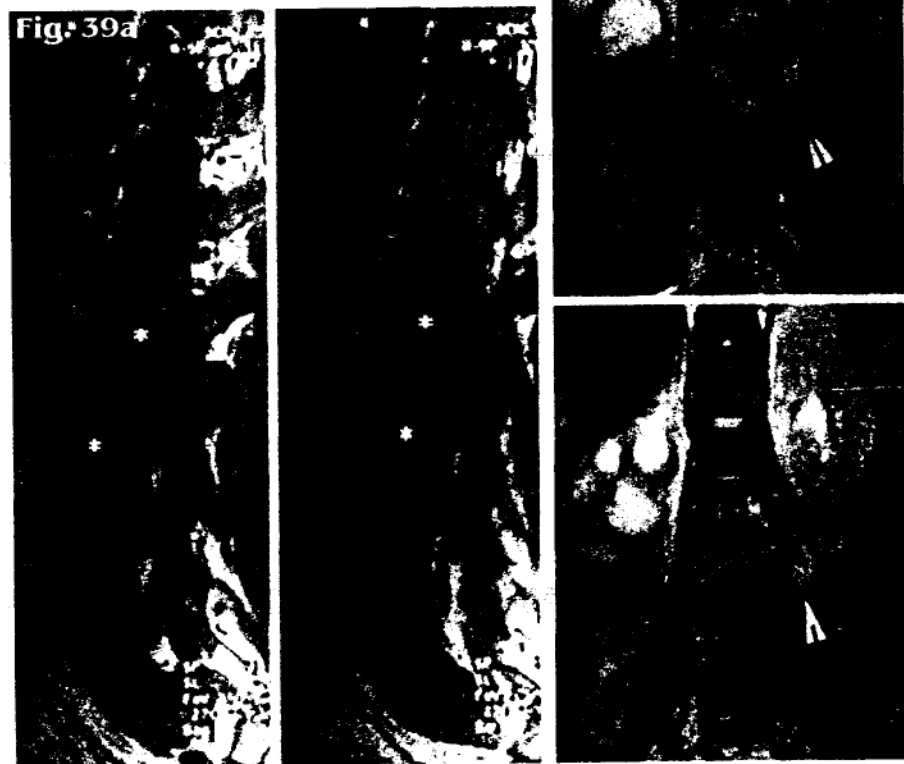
IRM colana lombară în ponderație T1 plan sagital (a) și T2 plan coronal (b): leziuni în hiposemnal T1, hipersemnal T2, în oglindă ce afectează corpii vertebrali L2-L3 și discul intervertebral cu prezența unei acumulări cu semnal chistic în masa psoasului stg - spondilodiscită tuberculoasă lombară L2-L3 cu abces rece psoic stg; ureterohidronefroză distructivă dreaptă.
